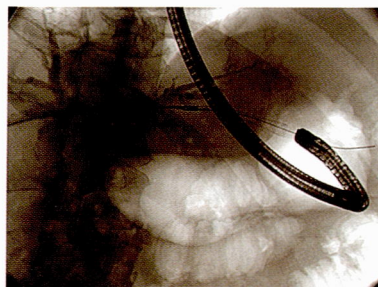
Рентгенограмма. Позиционирование стента в холангиогастральном соустье.
